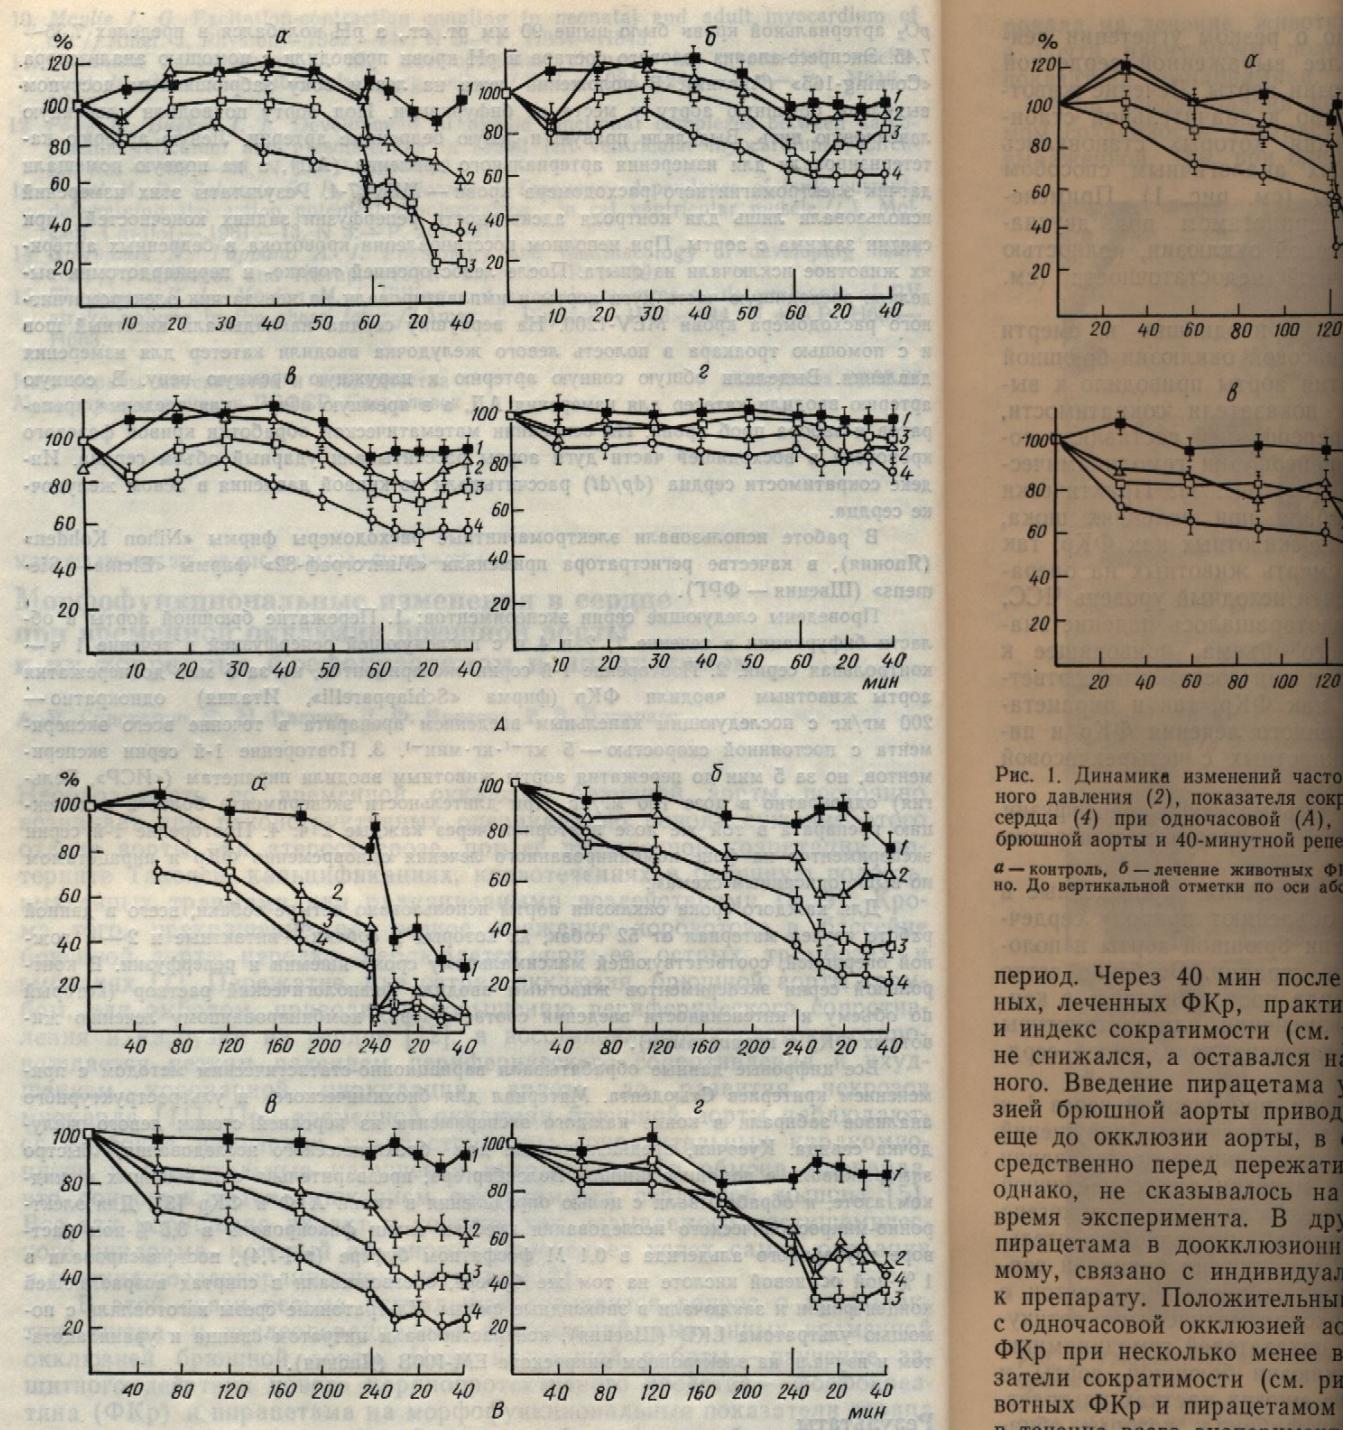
Динамика изменений частоты давления (2), показателя сократимости сердца (4) при одн часовой (A), брюшной аорты и 40-минутной реперфузии (B) у животных ФКр. До вертикальной отметки по оси абсцисс
